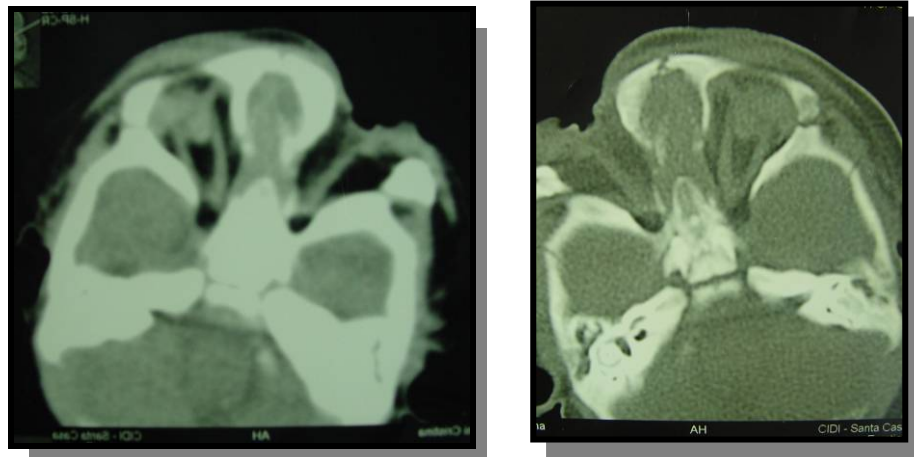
TC de órbita, revelando globo ocular com dimensões diferentes (microftalmia direita e anoftalmia esquerda).
